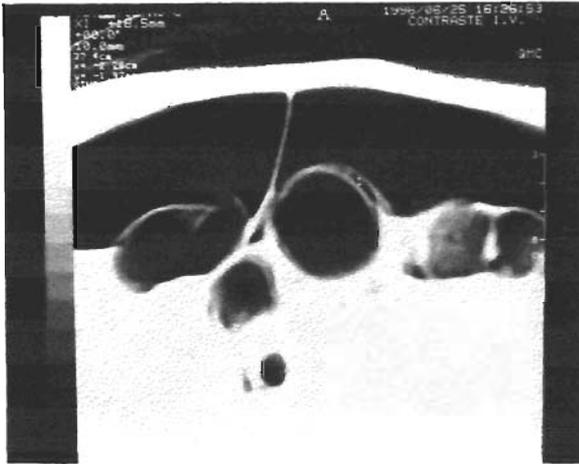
TAC Abdominal donde se aprecia presencia de pneumoperitoneo y aire en la pared intestinal.
